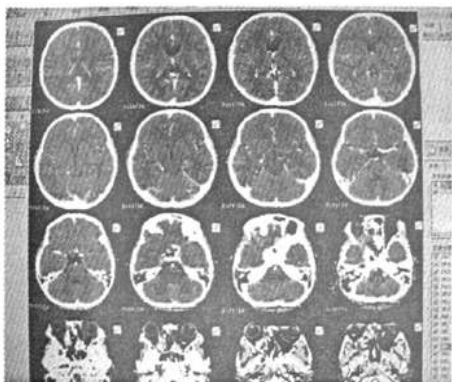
伽玛刀治疗后 60 d, CT+C 复查片所见肿瘤消失
